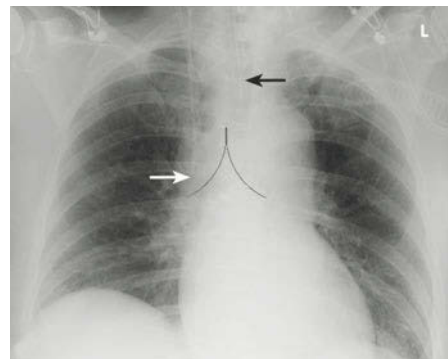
Röntgen-Thorax bei einliegendem ZVK. Röntgenkontrolle: Korrekte ZVK-Lage mit Projektion der Spitze (Pfeil) auf Höhe der Carina tracheae, intubierter Patient (schwarzer Pfeil). [Quelle: Sattler, Heller, Notfallradiologie, Thieme, 2011]
